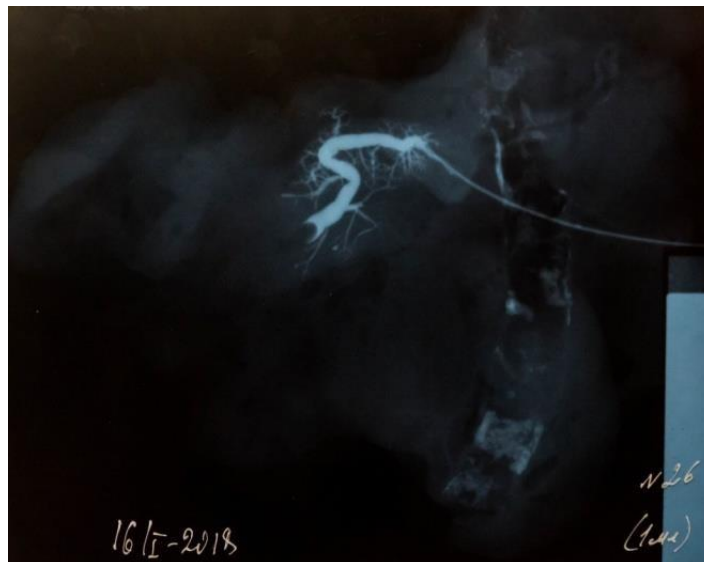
Препарат № 23. Рентгенограмма № 26. Введен 1 мл новотризоата. В терминальном отделе вирсунгова протока имеется дефект контрастирования округлой формы 7 мм в диаметре (конкремент), контрастное вещество «обтекает» это препятствие, но дальнейшего контрастирования вирсунгова протока не получено; 12-перстная кишка не контрастирована. *Заключение: камень терминального отдела вирсунгова протока с блокадой протока, гипертензия в протоковой системе*
